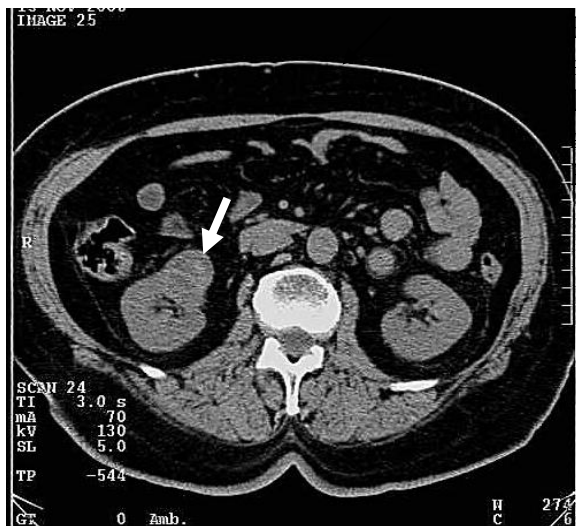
КТ-скан в поперечной плоскости на уровне 2-го поясничного позвонка. Правая почка увеличена, ее контуры неровные (стрелка). Как правой почки
